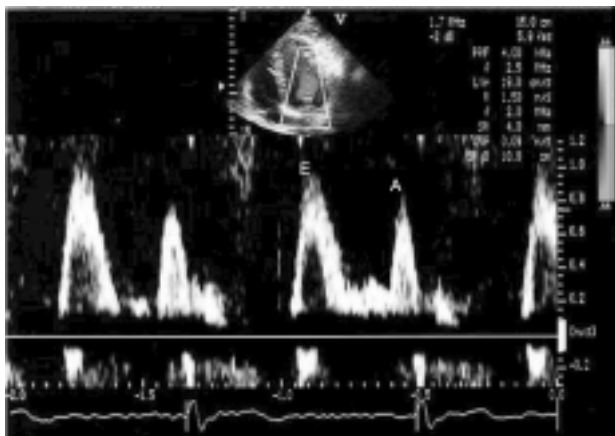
Pattern Doppler transmitralico diastolico. Il riempimento ventricolare sinistro consiste in un flusso diastolico precoce (onda E) e in un flusso più tardivo dato dalla contrazione atriale (onda A).
